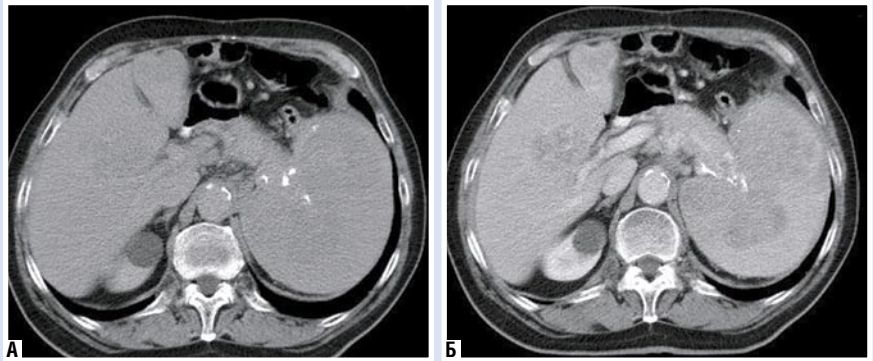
КТ-изображение метастазов карцинома желудка в селезенку в нативную (А) и контрастную (Б) фазу исследования
